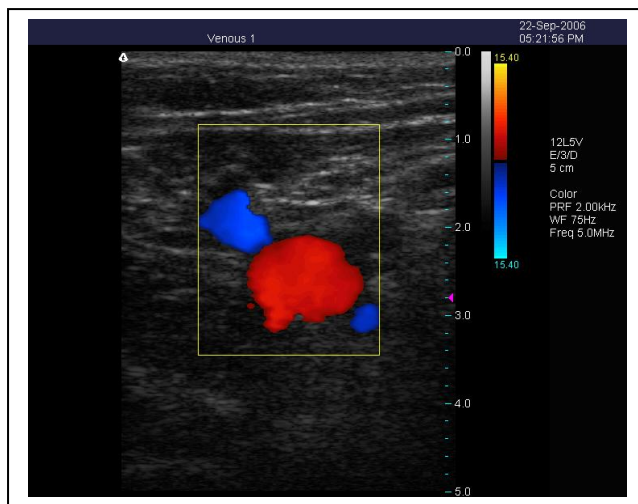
Eco-doppler que muestra la presencia de un cayado de Vena Safena Interna incompetente.
